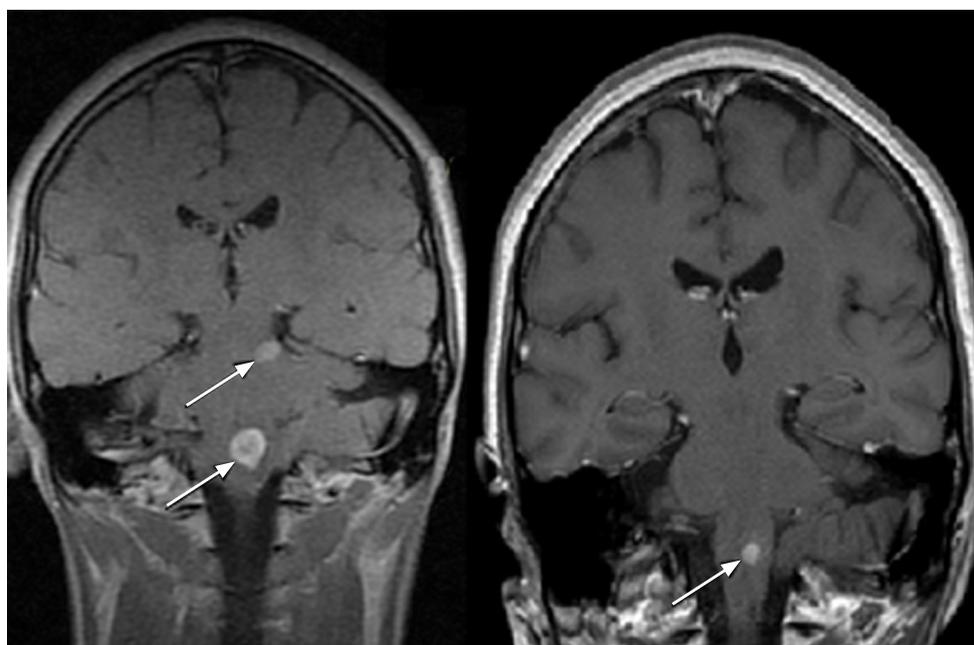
Resonancia nuclear magnética de cerebro con contraste endovenoso. Se comparan cortes coronales en secuencia T1, del ingreso y control intra-tratamiento. Se destaca imagen nodular a nivel protuberancial, con mejoría del tamaño y del edema perilesional.
